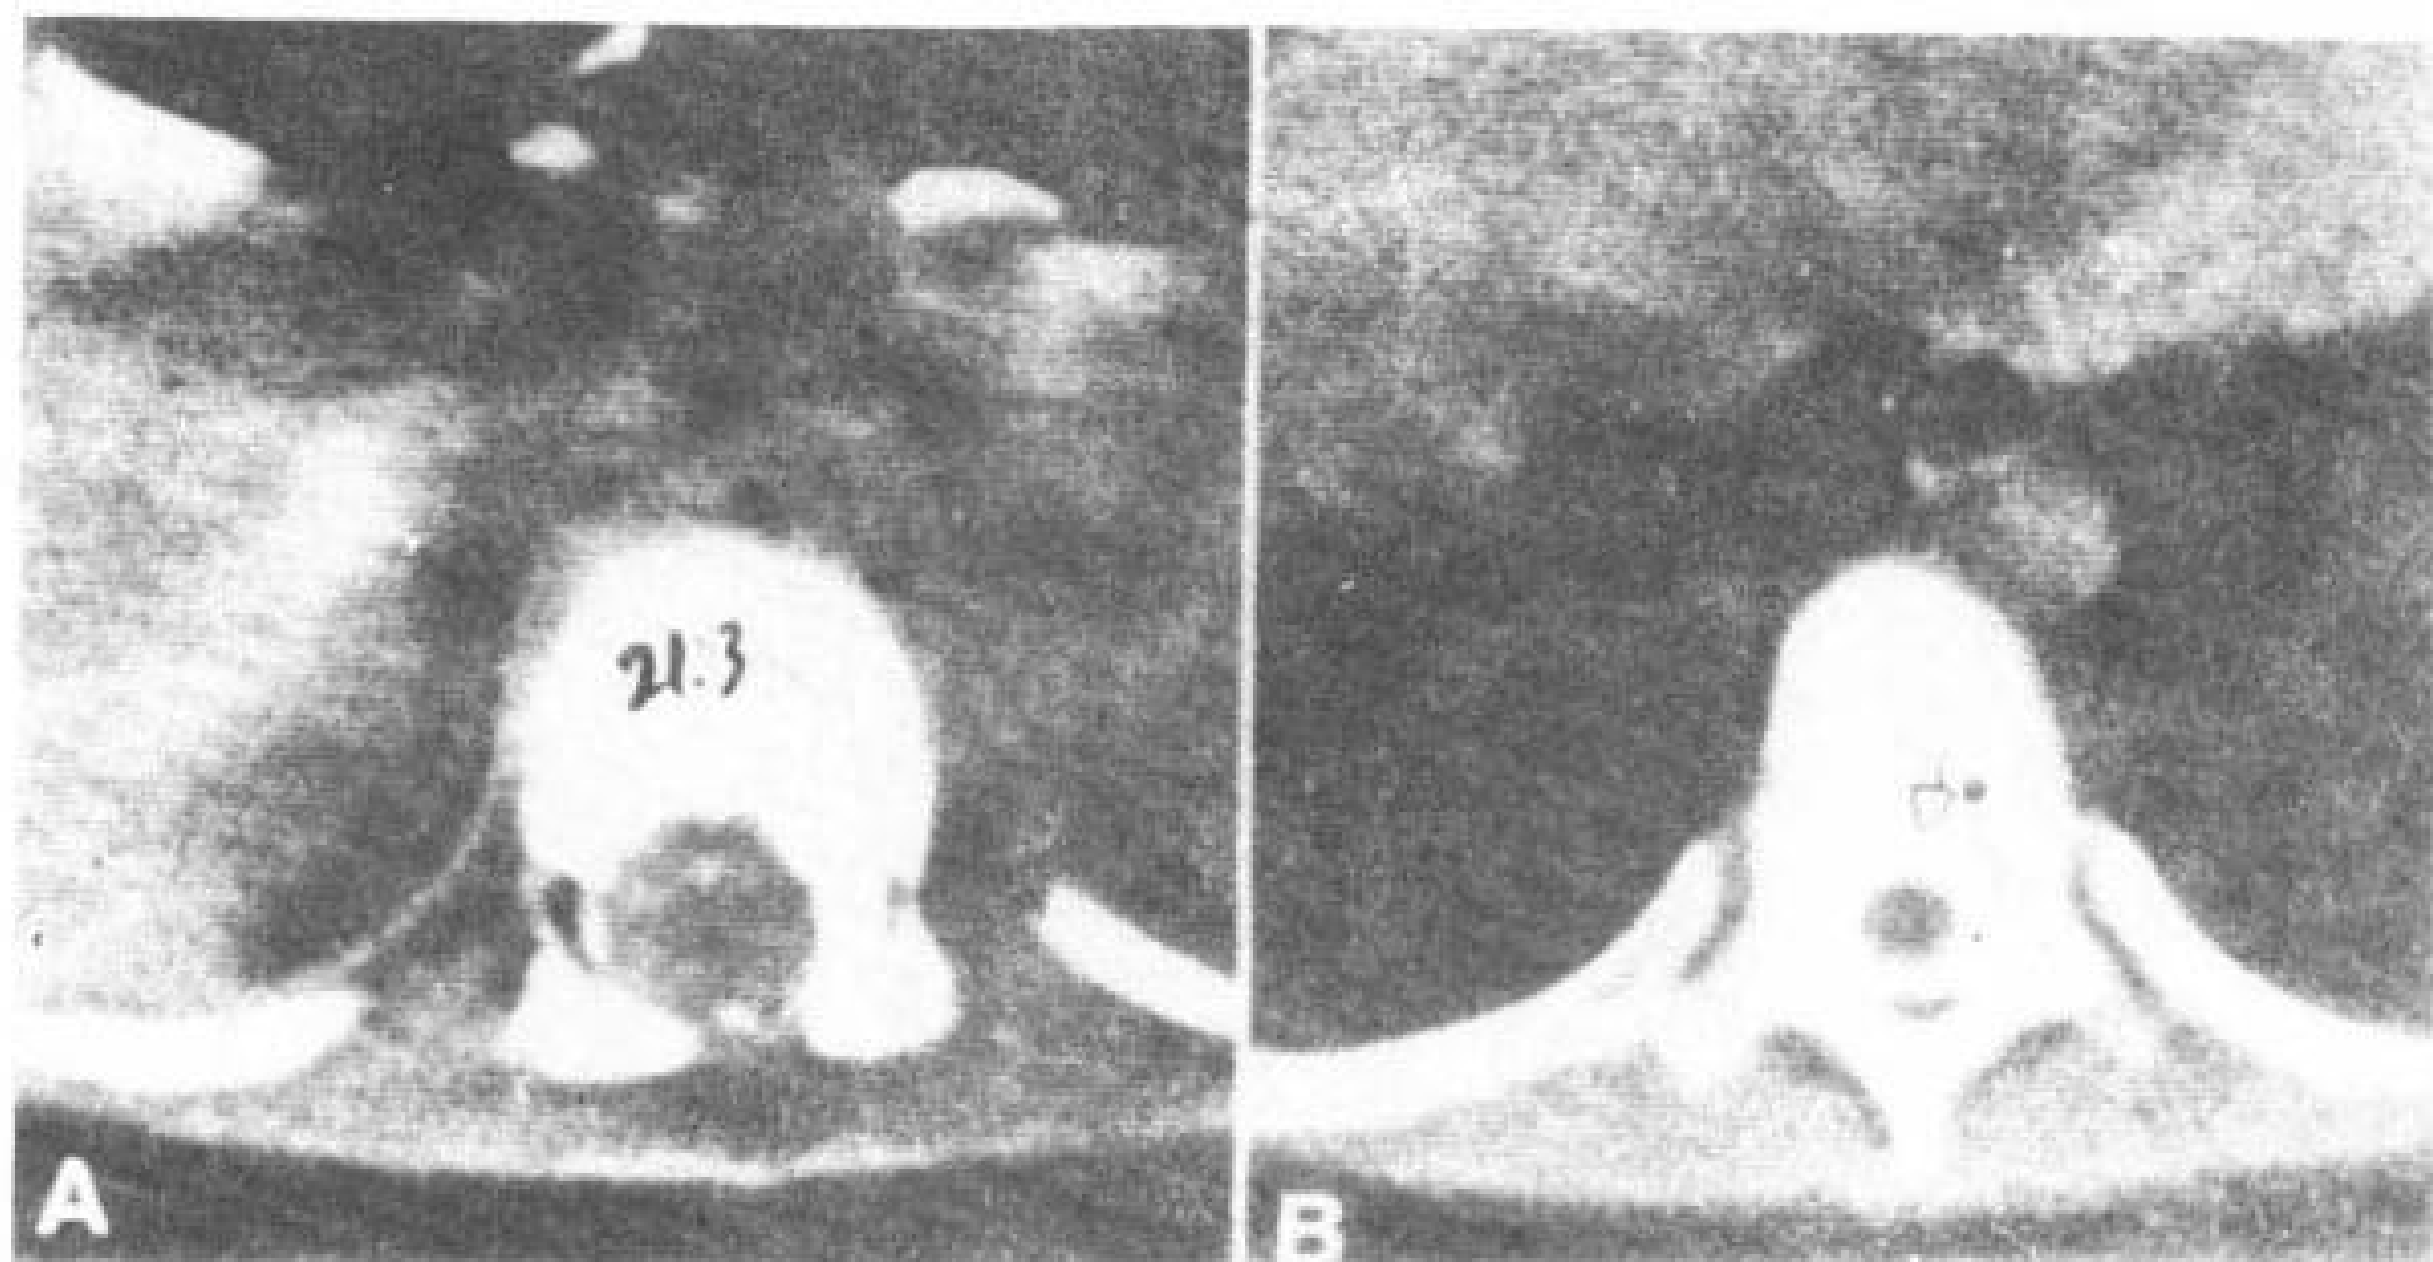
3 脊髓圆锥动静脉畸形。4 岁，男孩，蛛网膜腔注射造影剂后 CT 扫描。
